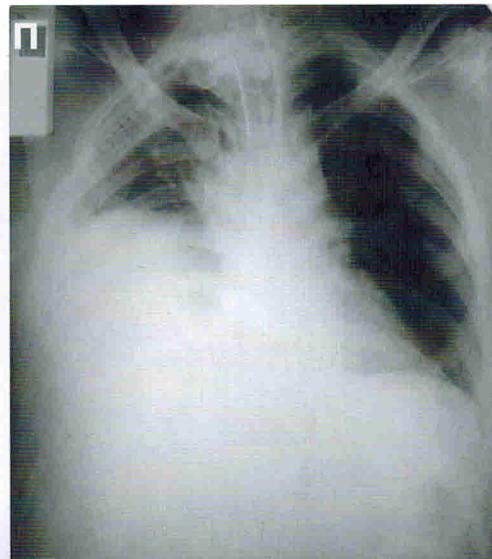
Рентгенограмма пострадавшего с разрывом диафрагмы справа.
